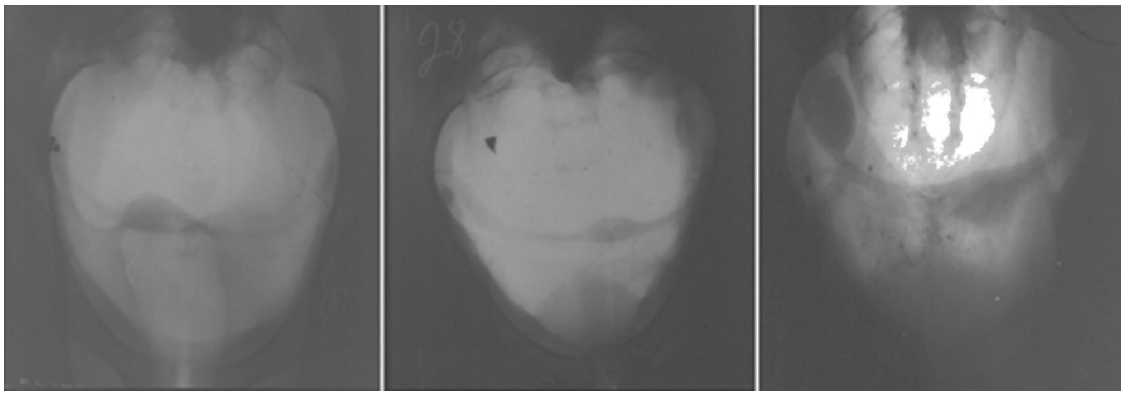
Ginecografía (archivo C. Gotta).
